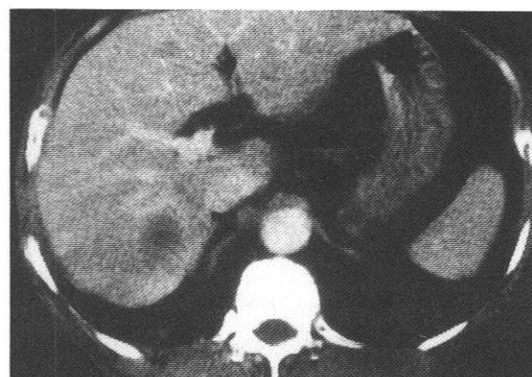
Abdomen CT scan showing about 3cm sized hypodense lesion in right lobe of liver.
